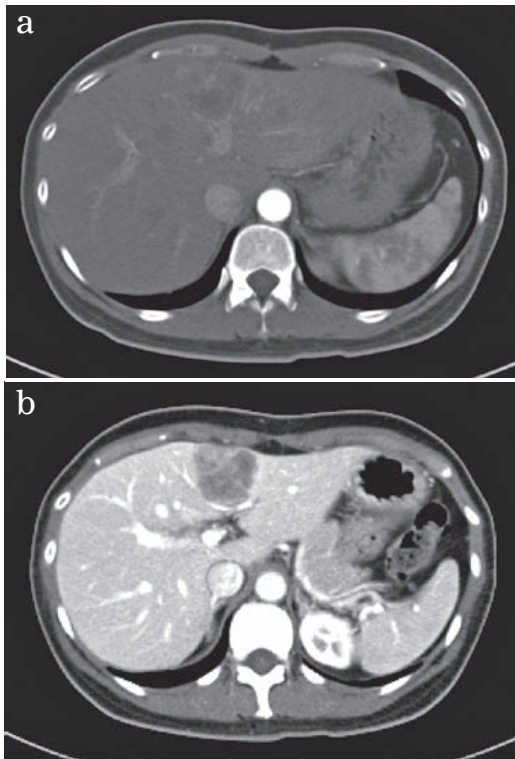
Contrast Enhanced CT findings
